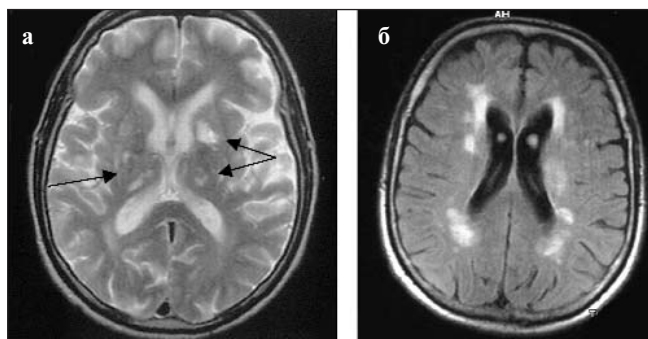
МРТ головного мозга. а — T2-ВИ. Множественные лакуны в таламусах, базальных ганглиях с обеих сторон (указаны стрелками); б — T1-ВИ. Перивентрикулярный и субкортикальный лейкоареоз
